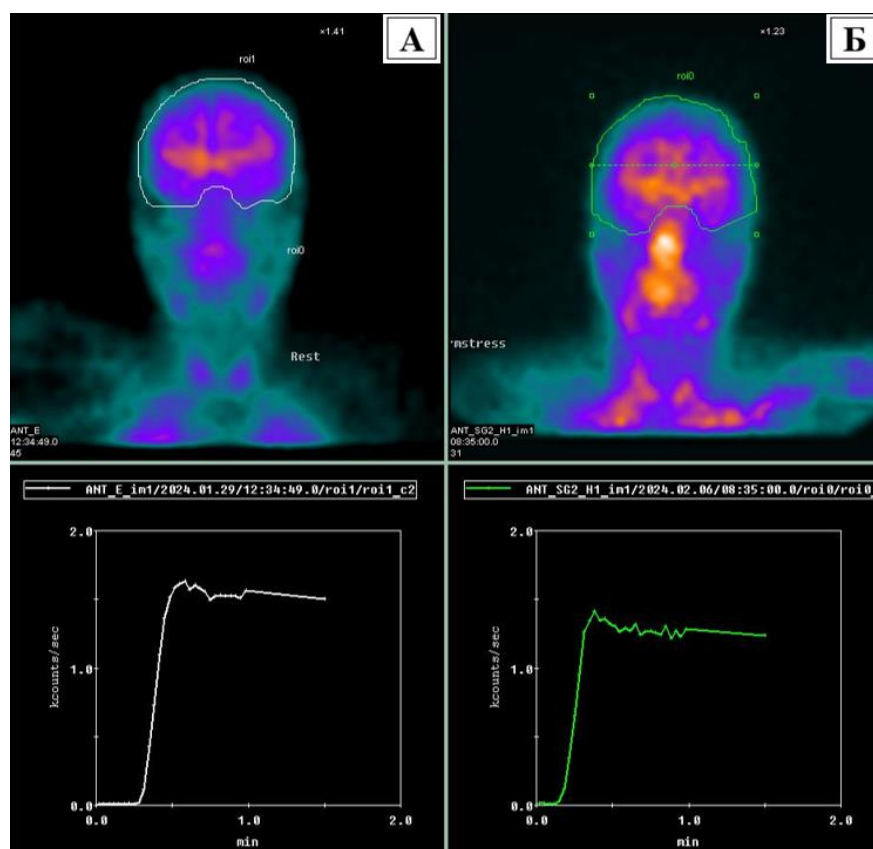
Сцинтиграмма (Больной Ц., 1964 г.р.)
